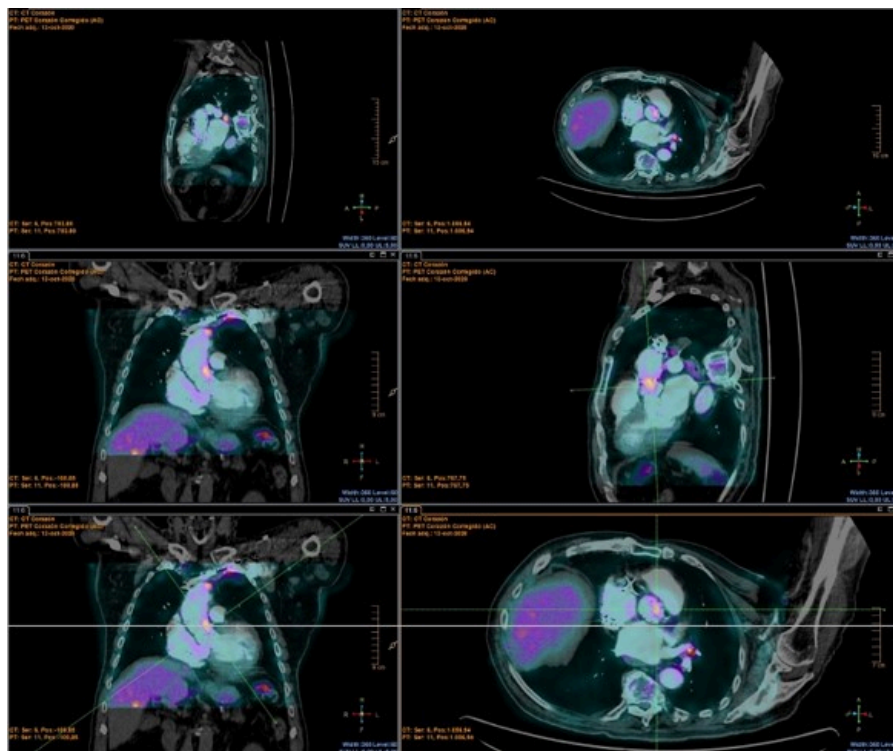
18F FDG PET/TC en paciente portador de prótesis aórtica percutánea (TAVI) y marcapasos con bacteriemia por *S. Epidermidis*. Se observa actividad metabólica en el cable del marcapasos a nivel de su paso por clavícula izquierda (SUVmax. 4,50) y a la altura de la aorta ascendente (SUVmax. 4,32). La actividad se mantiene en imagen no corregida. Los hallazgos sugieren infección del cable. Además se observa aumento de la actividad metabólica en pared lateral izquierda de la TAVI en contacto con la salida de la arteria pulmonar (SUVmax. 4,54) que se mantiene en la imagen no corregida. Este hallazgo estaba en relación con insuficiencia aórtica periprotésica observada en la ecocardiografía.
